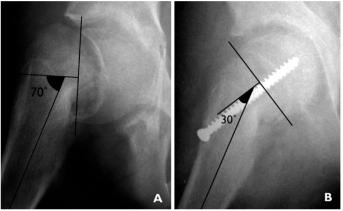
Radiografias em perfil do quadril direito demonstrando a mensuração do ângulo de Southwick no pré-operatório (A) e no pós-operatório imediato (B).
